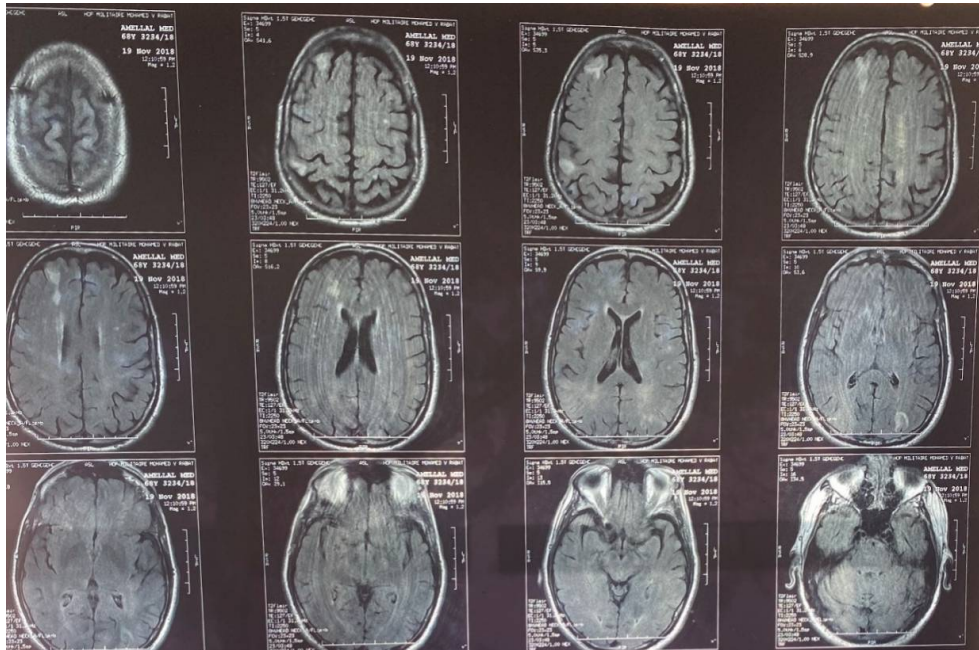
IRM cérébrale en coupe axiale en FLAIR du patient 2
